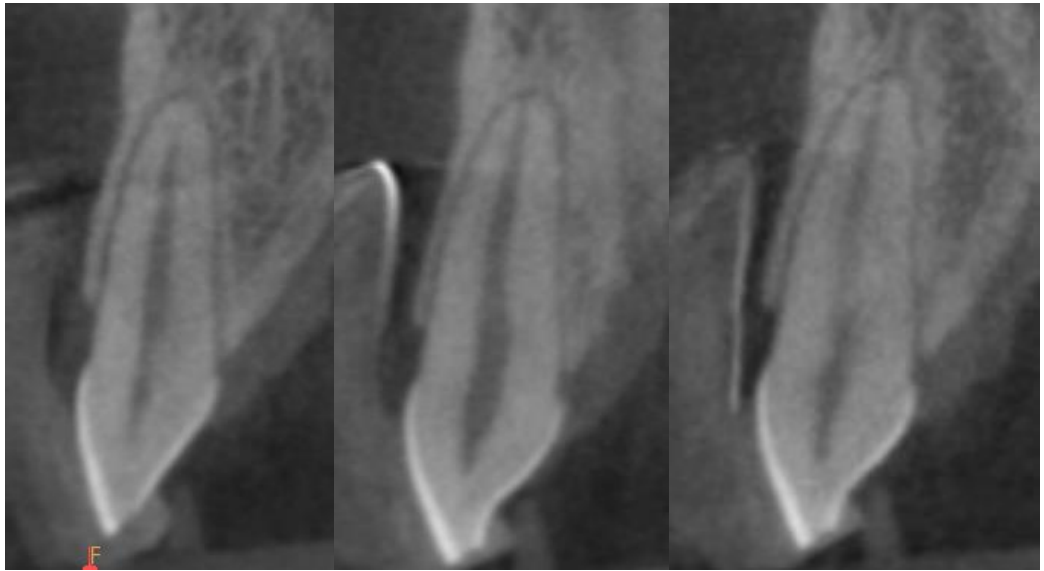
КТ поперечных срезов зубов 1.1 (слева), 2.1 (по центру) и 1.1 (справа) с равномерной толщиной наружной кортикальной пластинки.
